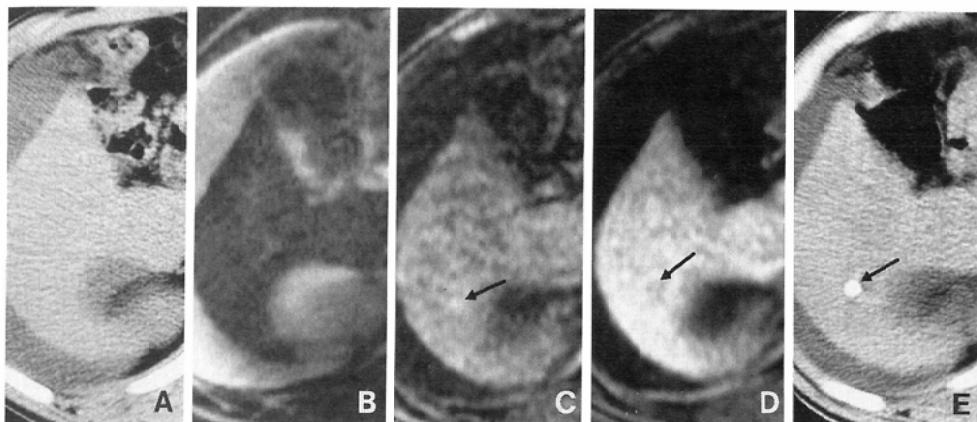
Hepatoma in Couinaud's S8. A small intrahepatic metastasis in Couinaud's S6, not detected by CT and spin-echo image of MRI (A, B), showed high intensity on early phase and low intensity on late phase by the dynamic image (C, D). Lipiodol accumulation was shown in this nodule on lipiodol-CT (E).
